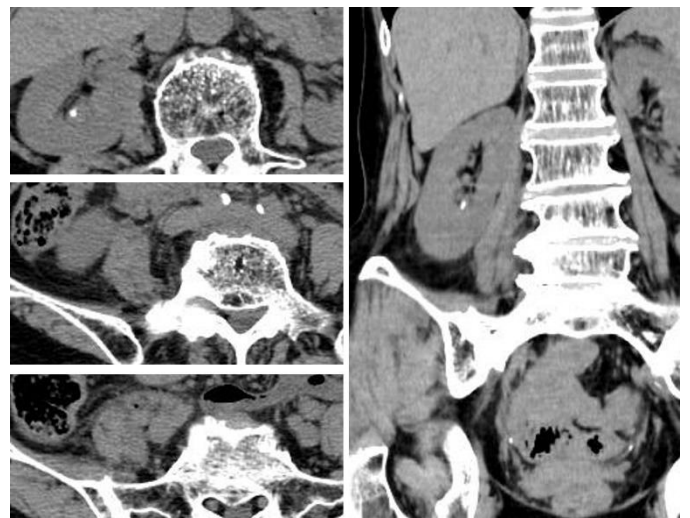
CT 所見 : 腹腔内、後腹膜に熱源指摘できず、骨棘形成あり、腸腰筋膿瘍なし
